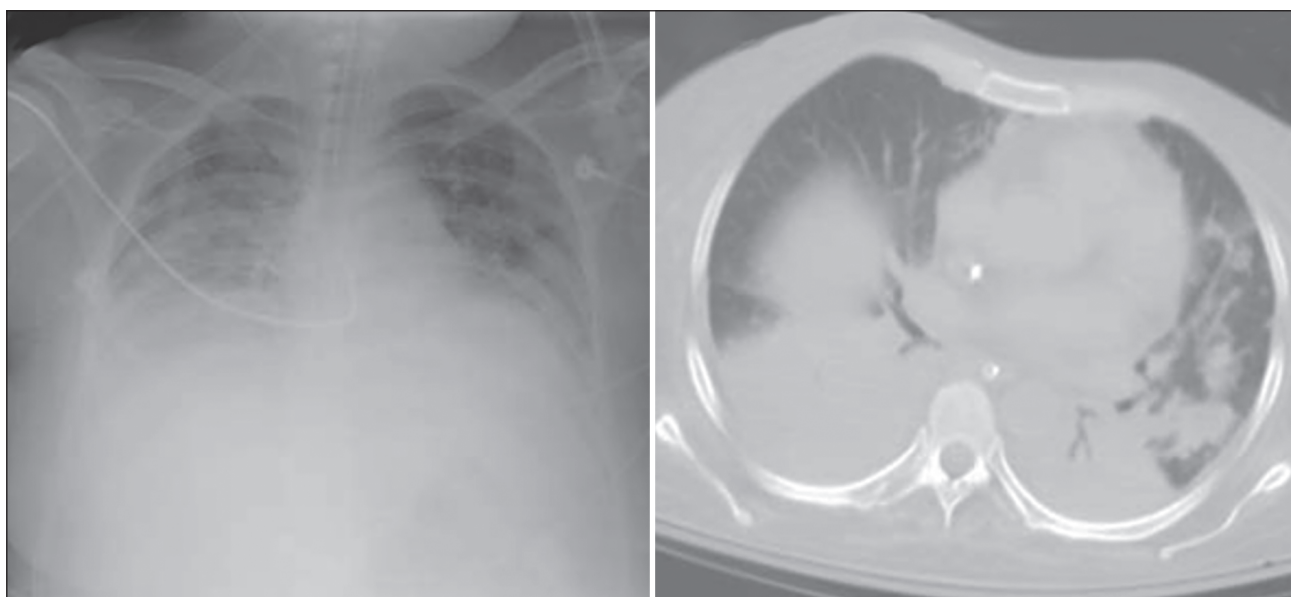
Рентгенограма та КТ ОГК при госпітальній пневмонії: двосторонні полісегментарні легеневі інфільтрати
